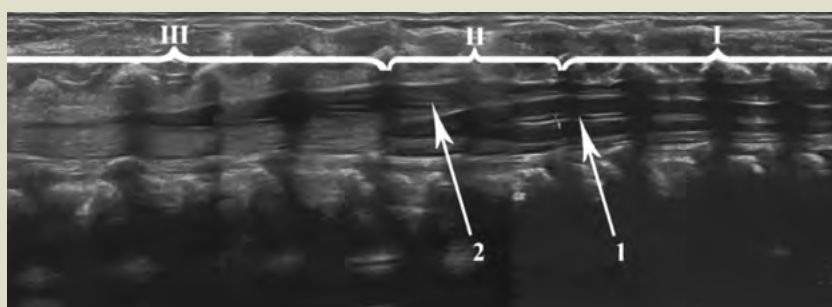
УЗИ спинного мозга (норма): I — спинной мозг, II — конус спинного мозга, III — «конский хвост»; 1 — центральный канал, 2 — корешок спинномозгового нерва, 3 — концевая (терминальная) нить.
